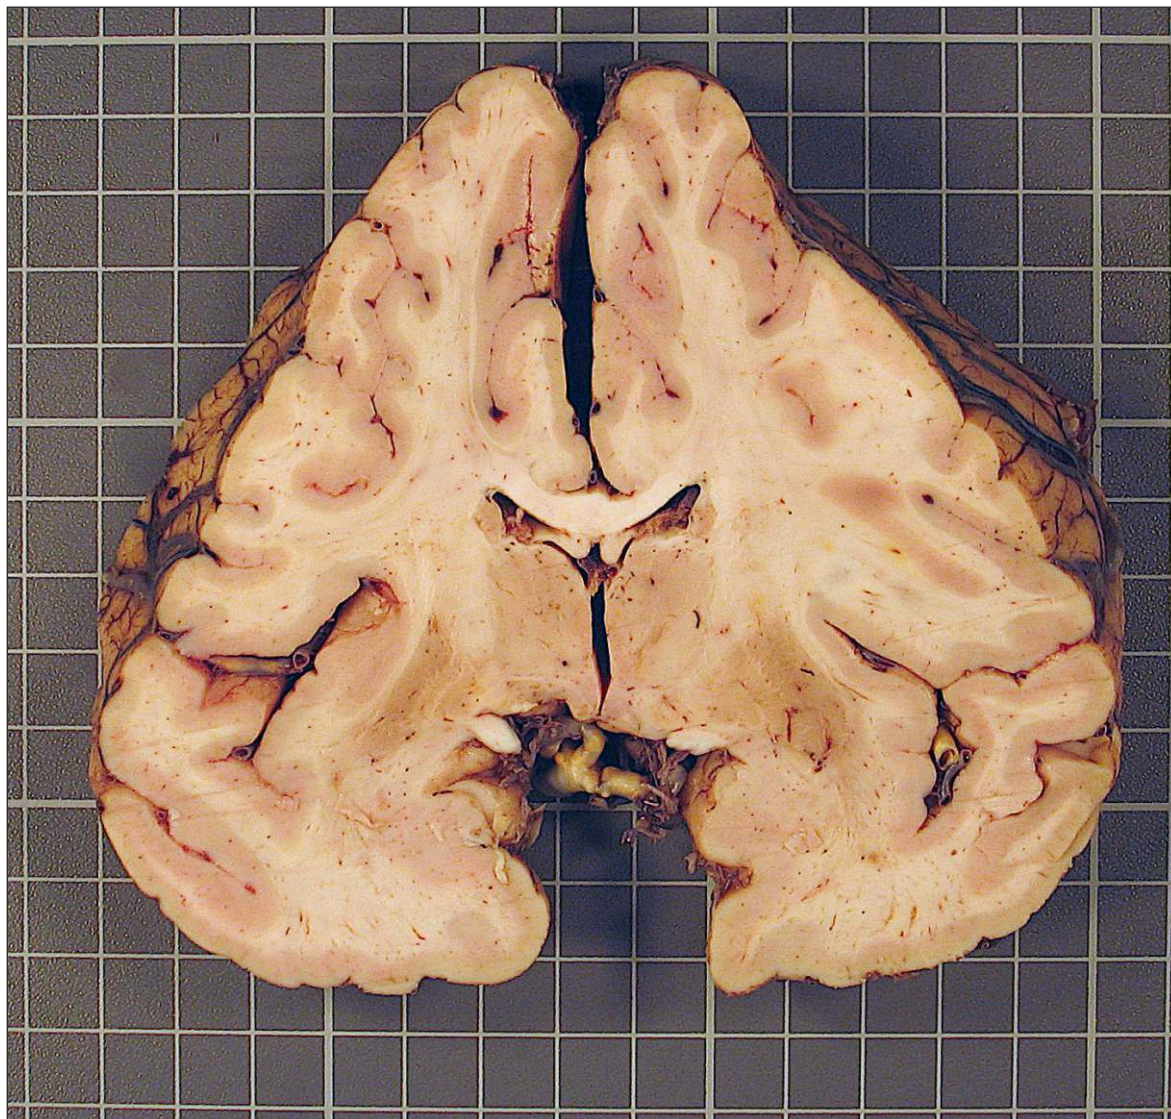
Hematoma subdural crónico bilateral con efecto masa que ha provocado una importante deformidad en el cerebro con aplanamiento de las convexidades. Se aprecia colapso de ambos ventrículos y una hernia subfalcina en el hemisferio derecho. Encéfalo con peso disminuido (1130 g). Varón de 71 años con antecedentes de alcoholismo crónico y caídas frecuentes que fallece a las 24 h de su ingreso hospitalario. En el TAC craneal practicado se pusieron de manifiesto hematomas subdurales crónicos en ambas convexidades cerebrales con áreas de resangrado reciente.
